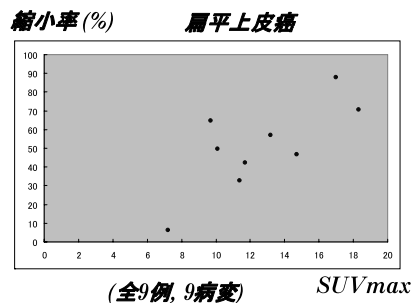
肺癌症例の SUVmax と原発巣の縮小率との関連：治療前 PET-CT の SUVmax は 18.3、治療前後の造影 CT より算出した縮小率は 70.5% であった。
